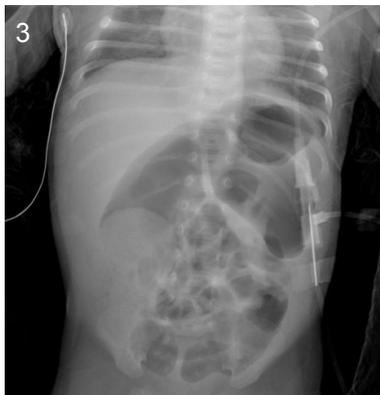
Image of simple X-ray at the age of 43days (Case No. 4).
